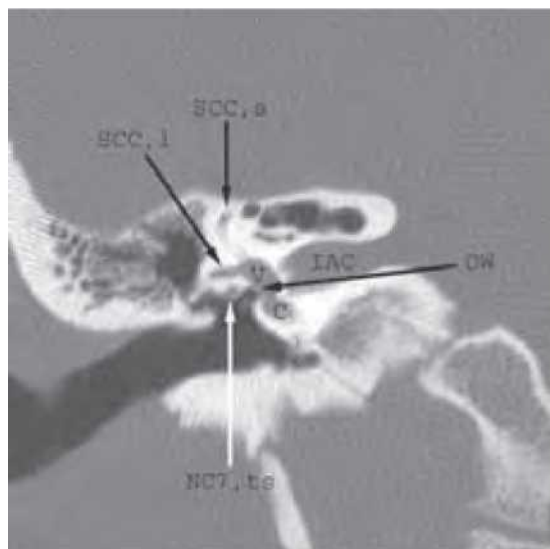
(Continuare) . Scanare CT a osului temporal normal, vizualizată cu fereastra osoasă. Imaginile axiale (A) până la (G) se desfășoară de la inferior la superior. (Continuare)
